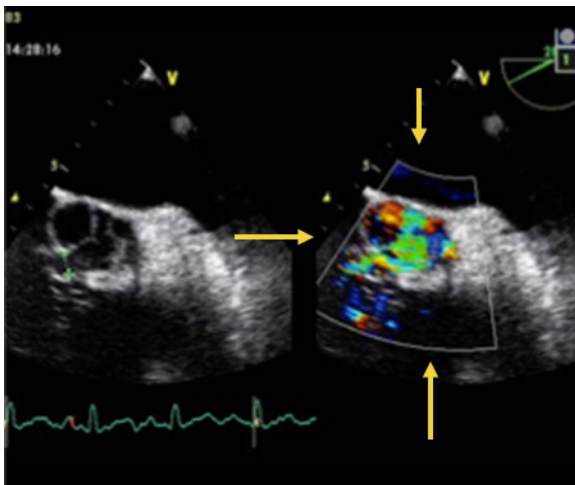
Fístula aortocavitaria en ecocardiograma transesofágico.
